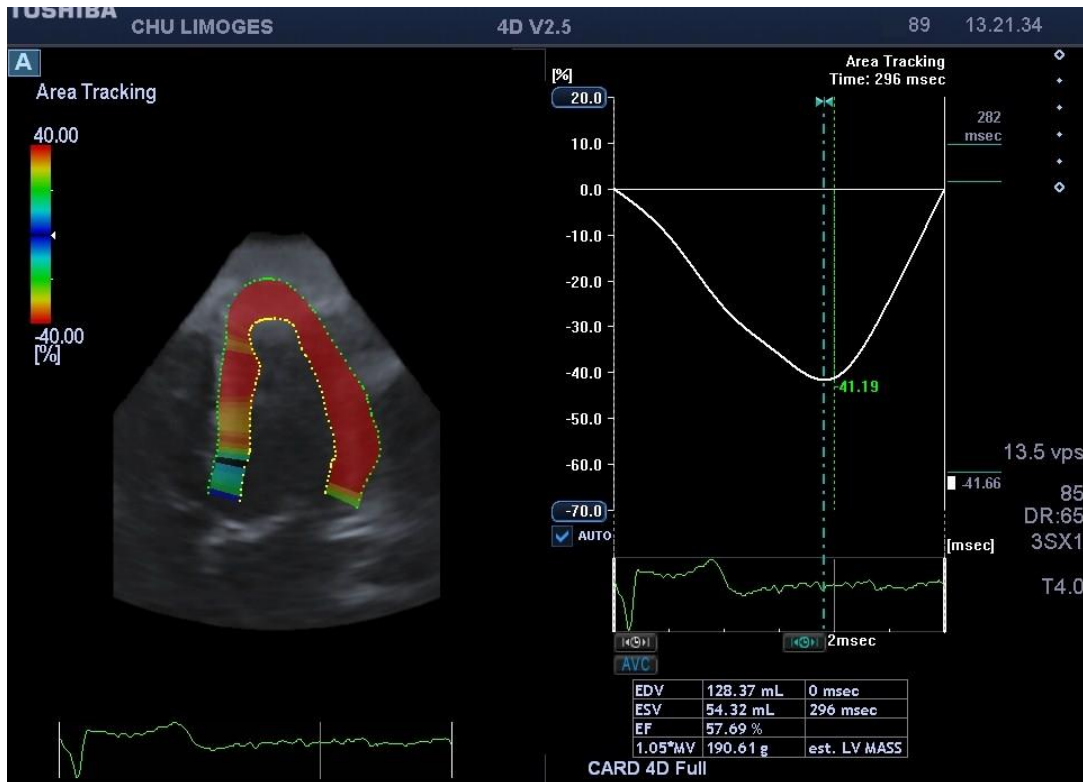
Exemple de 3D Area Tracking du VG. Source : images extraites d'un examen réalisé dans notre service au CHU de Limoges et recueillies sur l'échographe Toshiba
